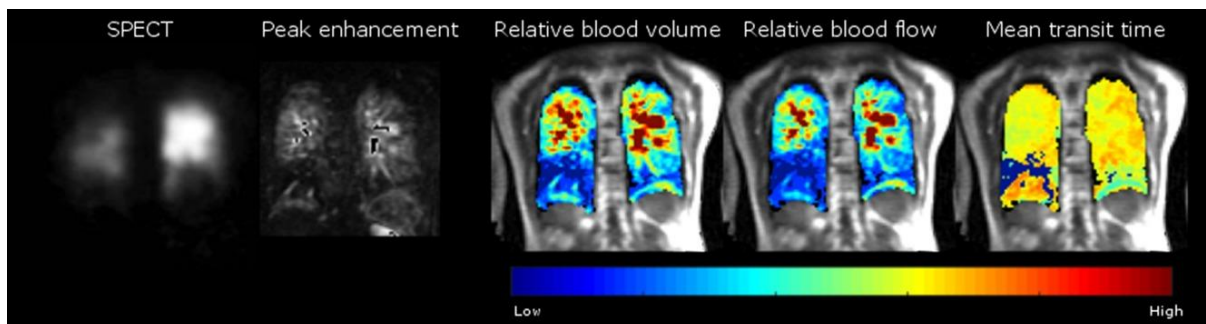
SPECT e DCE-MRA. Imagens de um doente com CTEPH mostrando: SPECT, DCE-MRA com realce em fase de pico e mapas de perfusão semi-quantitativos obtidos por DCE-MRA (volume sanguíneo pulmonar, fluxo sanguíneo pulmonar e tempo médio de trânsito). (Imagem de: J. MAGN. RESON. IMAGING 2017;46:1693–1697. (49))
